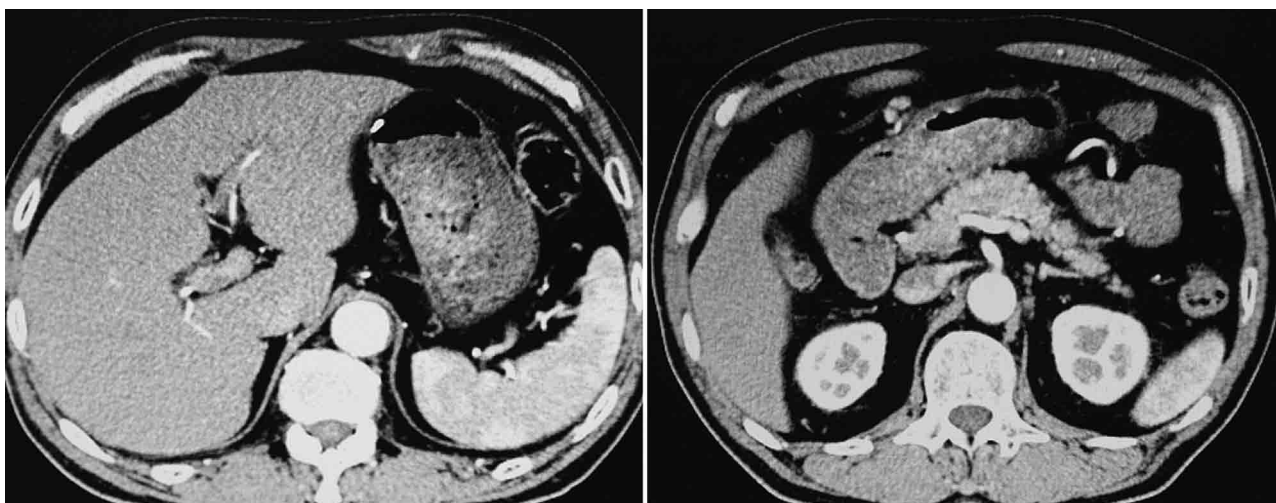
胸腹部造影CT所見：胃壁の肥厚は認めず，周囲のリンパ節および遠隔転移を認めなかった。
